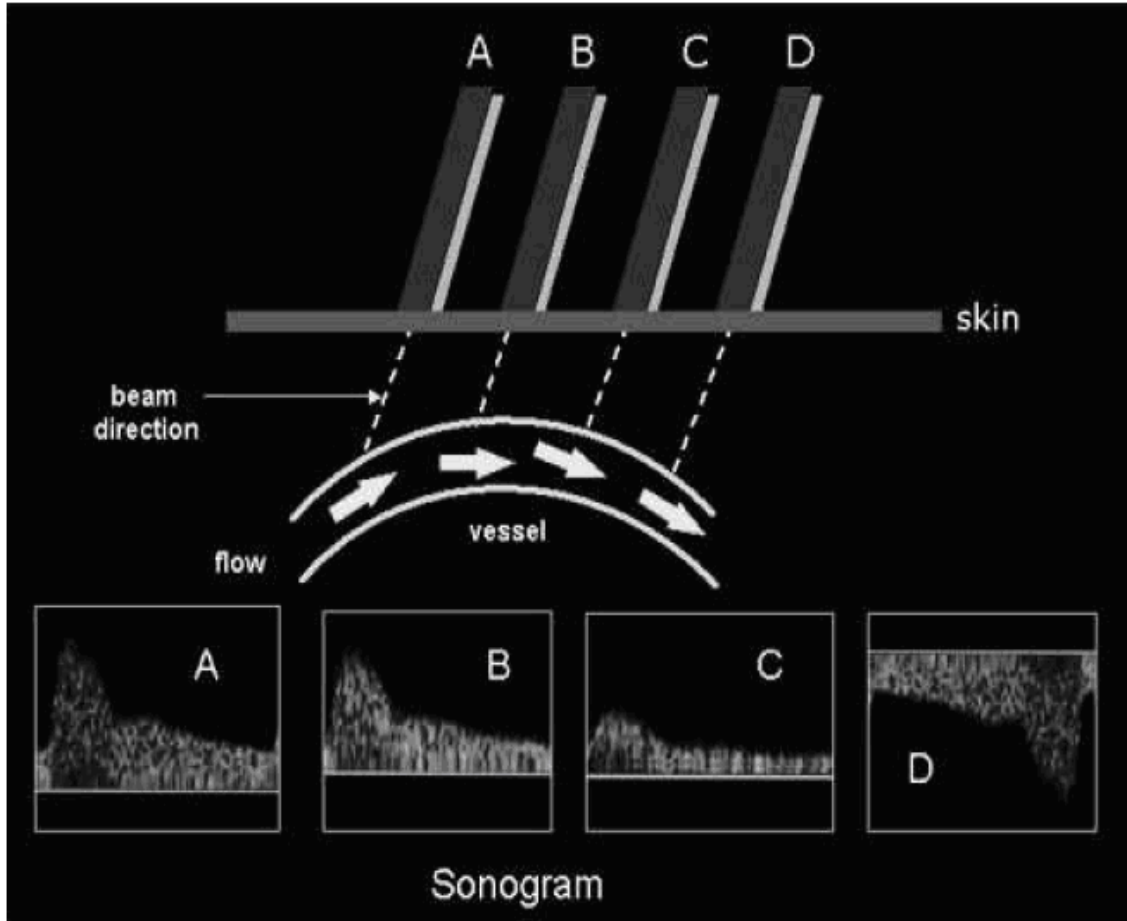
Vasküler USG de Doppler etkisinin şeması (86)
